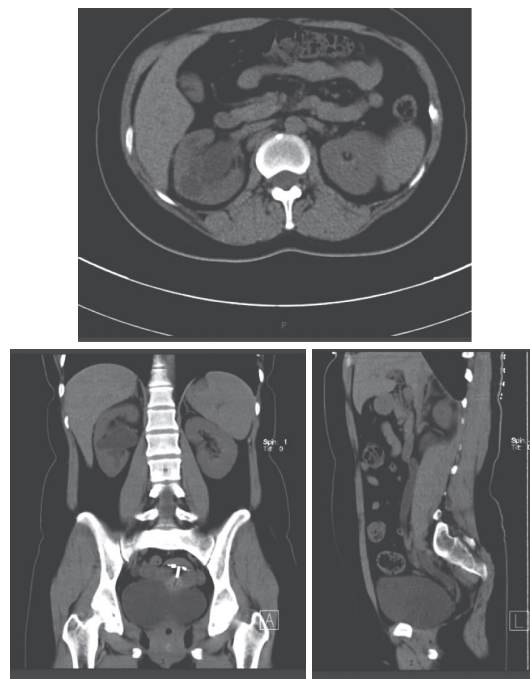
输尿管结核CT提示右肾及右侧输尿管积水较前进展
